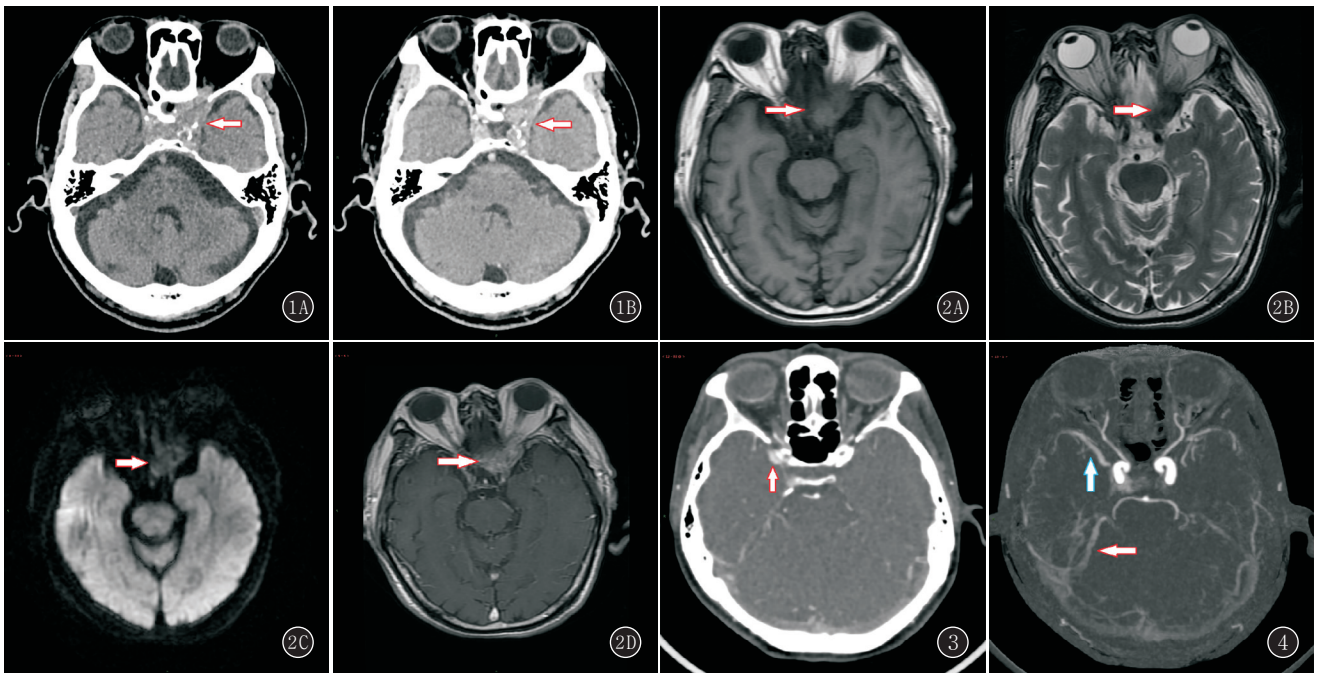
B 女, 53 岁, 左侧 THS。A. 横断位 CT 平扫, 左侧海绵窦增大, 呈等密度软组织肿块, 密度均匀, 病灶外缘平直清晰, 内缘不清, 并向眶尖蔓延, 眶尖扩大; 左侧颈内动脉虹吸部被包绕, 管壁见钙化斑块; B. 横断位 CT 增强扫描, 病灶明显均匀强化 图 2A~D 男, 58 岁, 左侧 THS。A. 横断位 MR T<sub>1</sub>WI 平扫, 左侧海绵窦见软组织肿块, 病灶呈均匀等信号, 向眶尖蔓延, 视神经受压包绕; B. 横断位 MR T<sub>2</sub>WI 平扫, 病灶呈均匀低信号; C. 横断位 MR DWI 扫描, 病灶呈均匀等信号; D. 横断位 MR T<sub>1</sub>WI 增强扫描, 病灶均匀明显强化 图 3 女, 30 岁, 右侧 THS。横断位 CT 增强检查, 右侧颞部硬脑膜小斑片状局限性增厚且明显强化(红箭) 图 4 男, 48 岁, 右侧 THS。CTA 剪影图, 右侧岩上静脉增粗(红箭)、大脑中静脉增粗(蓝箭)
